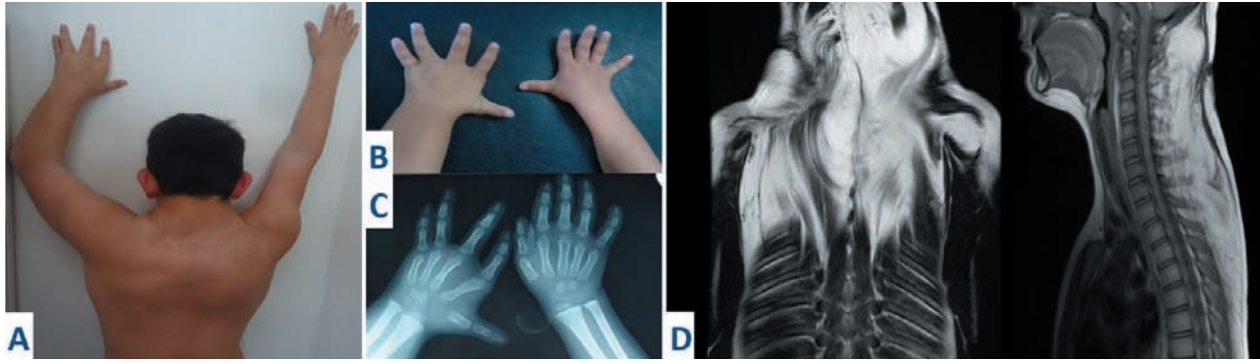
Niño de 10 años con hiperplasia muscular aberrante de la mano izquierda, hemihipertrofia del miembro superior ipsilateral y lipoma cervico-torácico asociado. También presentaba alteración funcional del codo izquierdo, con limitación a la hora de extender y flexionar el mismo, sin afectación del hombro ipsilateral (A). La mano era hipertrófica, y las articulaciones MF de los dedos presentaban desviación ulnar. El pulgar se encontraba extendido y aducido (B). La radiografía mostró una mano izquierda hipertrófica, con ensanchamiento llamativo de los espacios intermetacarpianos (C). La resonancia reveló una extensión significativa del lipoma cervico-torácico, lo cual hizo necesario tratamiento quirúrgico en dos ocasiones (D).
